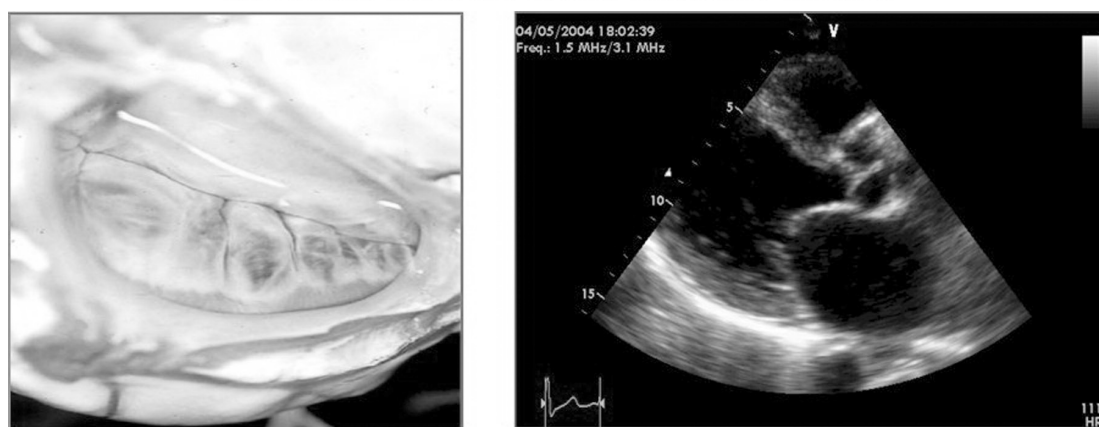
Aspect intraoperator și Ecocardiografic al unei valve mitrale cu semne de degenerare fibroelastică, cu pînze valvulare fine, separări adânci ale segmentelor de cuspe la stresul hemodinamic
